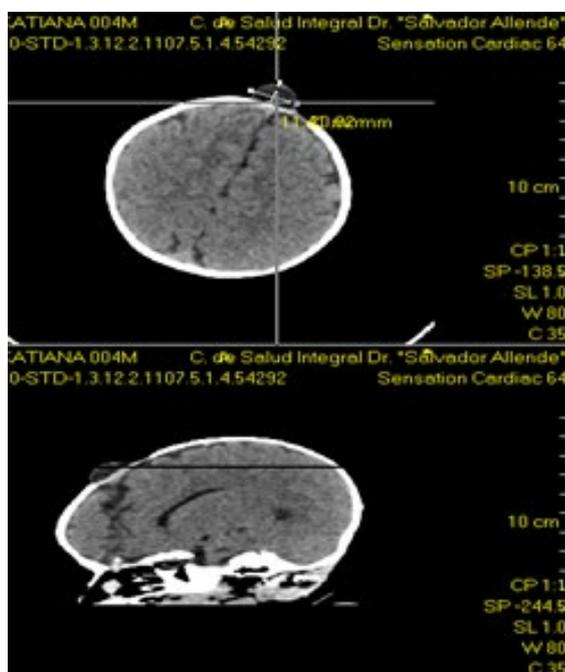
TAC Craneal en reconstrucción coronal y sagital.
